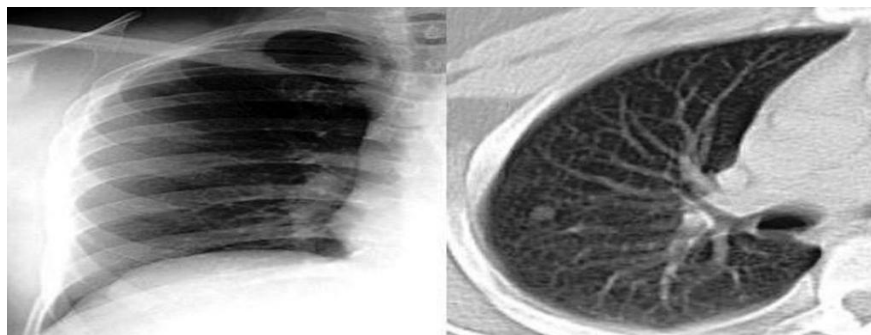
RxC: Área de radiopacidad focal en vidrio esmerilado y contornos espiculados que mide 7 x 5,9 mm, con las características de NVEP confirmadas por TAC, en paciente masculino de 39 años
